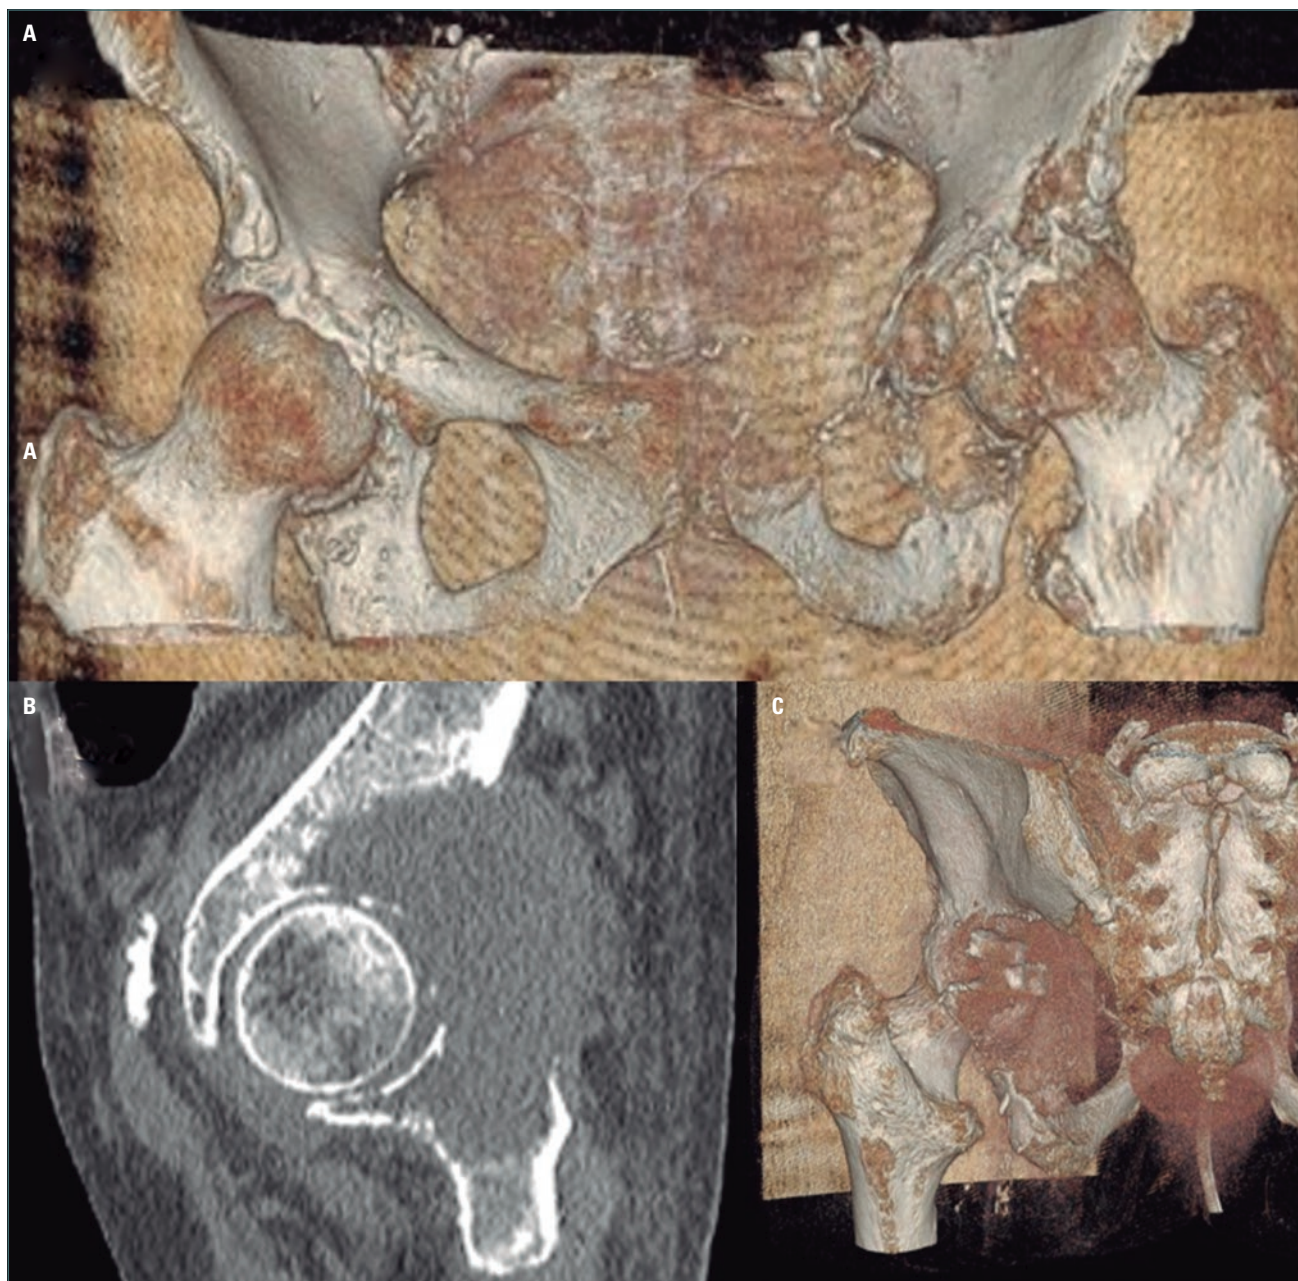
A: lesión osteolítica en rama iliopubiana izquierda en imagen con reconstrucción. B y C: lesión osteolítica a fosa posterior acetabular izquierda en imagen por tomografía computarizada (TC) (B) y en imagen de TC reconstruida (C).
